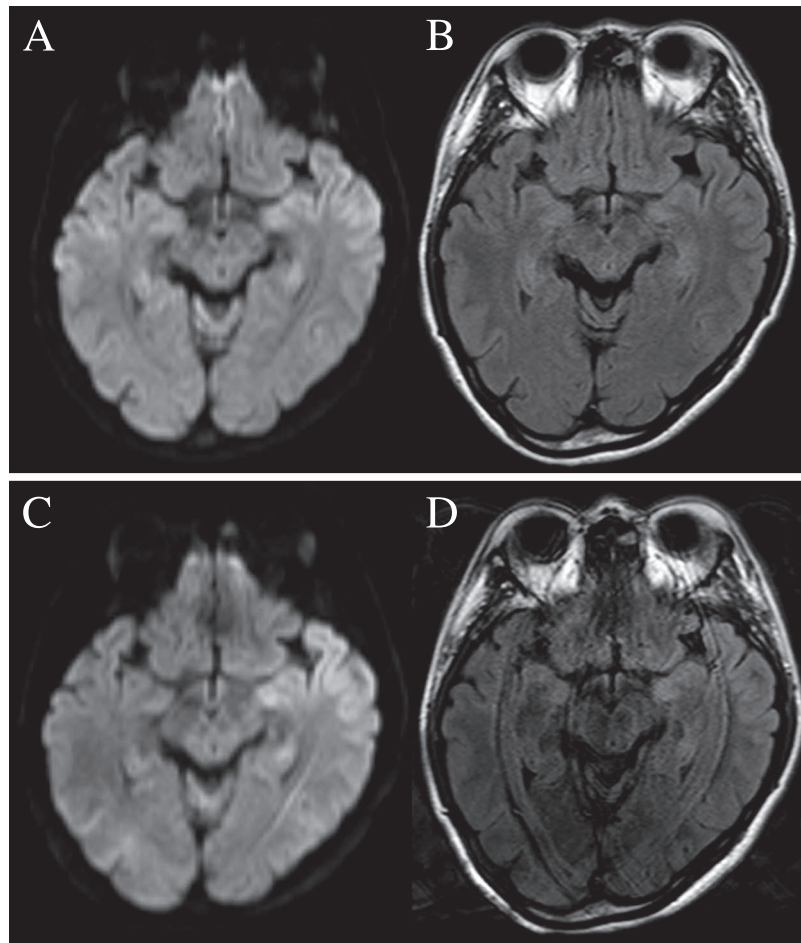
Magnetic resonance imaging (MRI) of the head.
